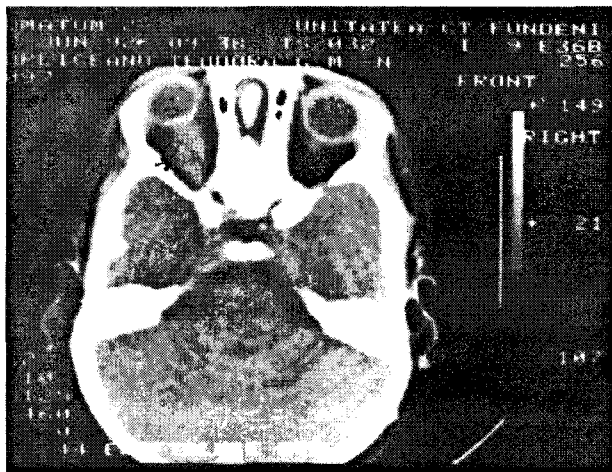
CT-scan*: regiune orbitară bilaterală: tumoră la nivelul orbitei stângi, cu exoftalmie și înglobarea nervului optic (gliom)
